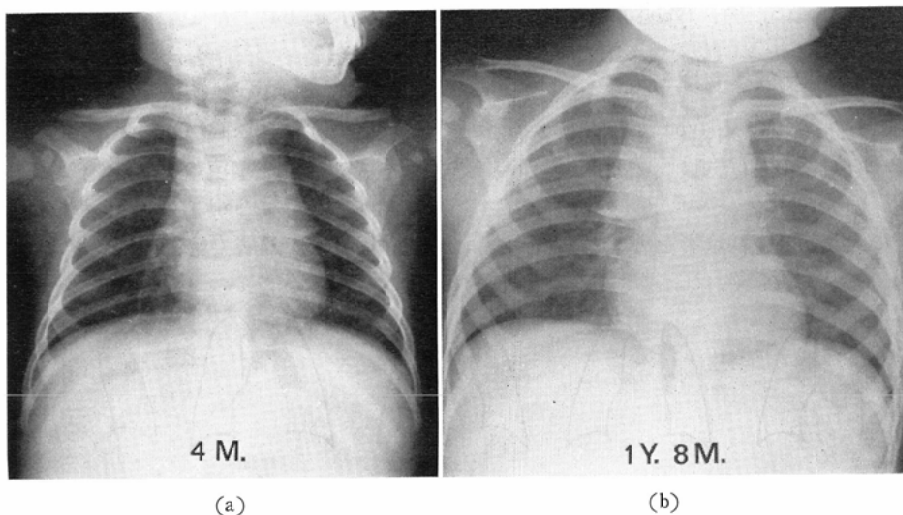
Roentgenogram of a four months old infant showing type Isail on both sides. The ratio was 0.304 on the right, 0.377 on the left. 4b Roentgenogram of an one year and eight months old child showing the right lobe of type Isail thymus. The ratio was 0.34.
